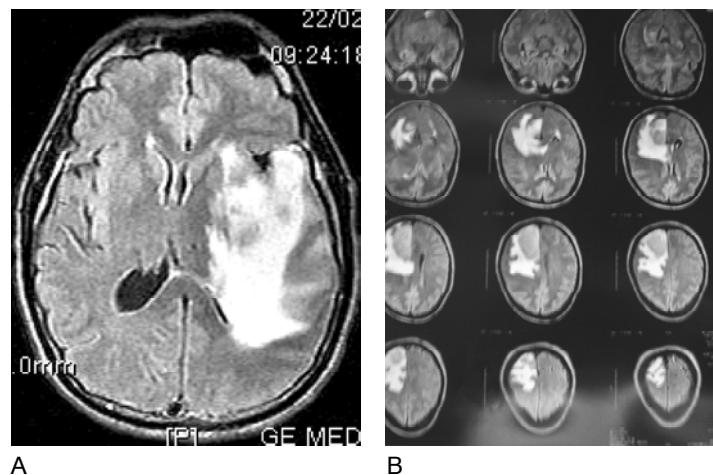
A. Imagen de resonancia magnética; secuencia de flair de glioblastoma multiforme con edema cerebral vasogénico perilesional, con ligera desviación de la línea media por efecto de masa. B. Resonancia magnética de absceso cerebral con edema cerebral perilesional vasogénico.
